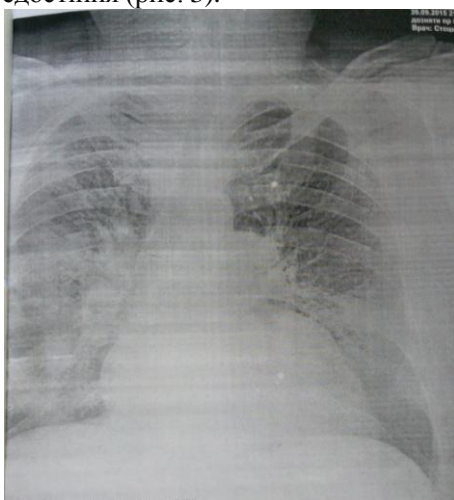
Рентгенографія ОГК хворого П. (28.09.15)
